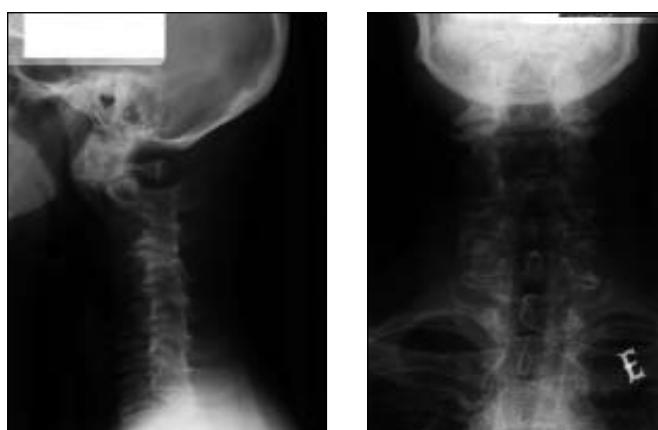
Radiografias da coluna cervical. Perfil: rectificação da lordose cervical fisiológica; osteopénia difusa; aumento do espaço entre o arco anterior de C1 e a apófise odontoideia, condicionando luxação de C1/C2. Frente: hipertrofia dos maciços articulares posteriores.
